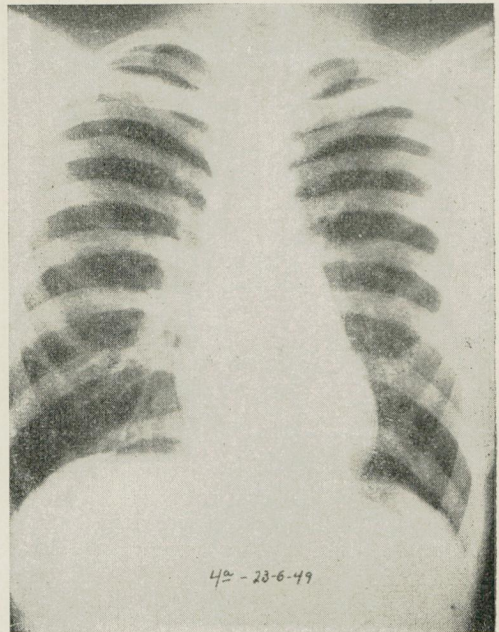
A — Forma mediastínica de doença de Hodgkin. B — Radiografia do mesmo doente, 2 anos após roentgenterapia, mostrando mediastino normal. (Reg. S.N.C. 8.765)
